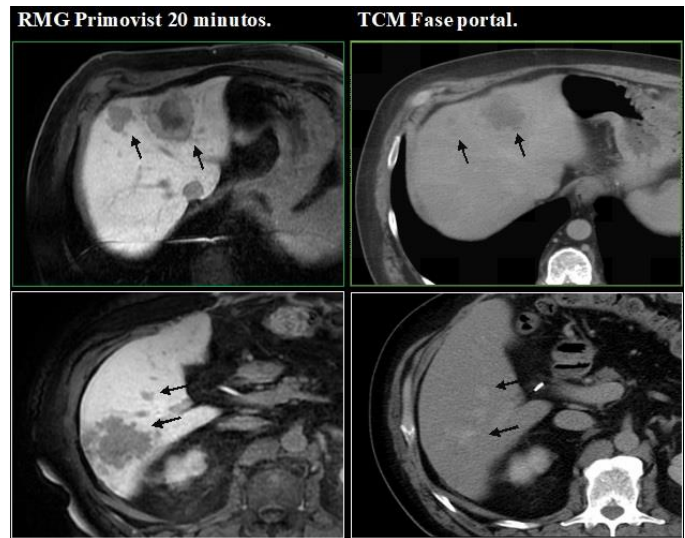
Imágenes comparativas de metástasis detectadas mediante resonancia magnética con contraste hepatoespecífico (RMG) y tomografía en fase portal (TCM); se observa la diferencia de resolución de contraste en ambos métodos y como se logran delimitar con mayor facilidad mediante RMG.
